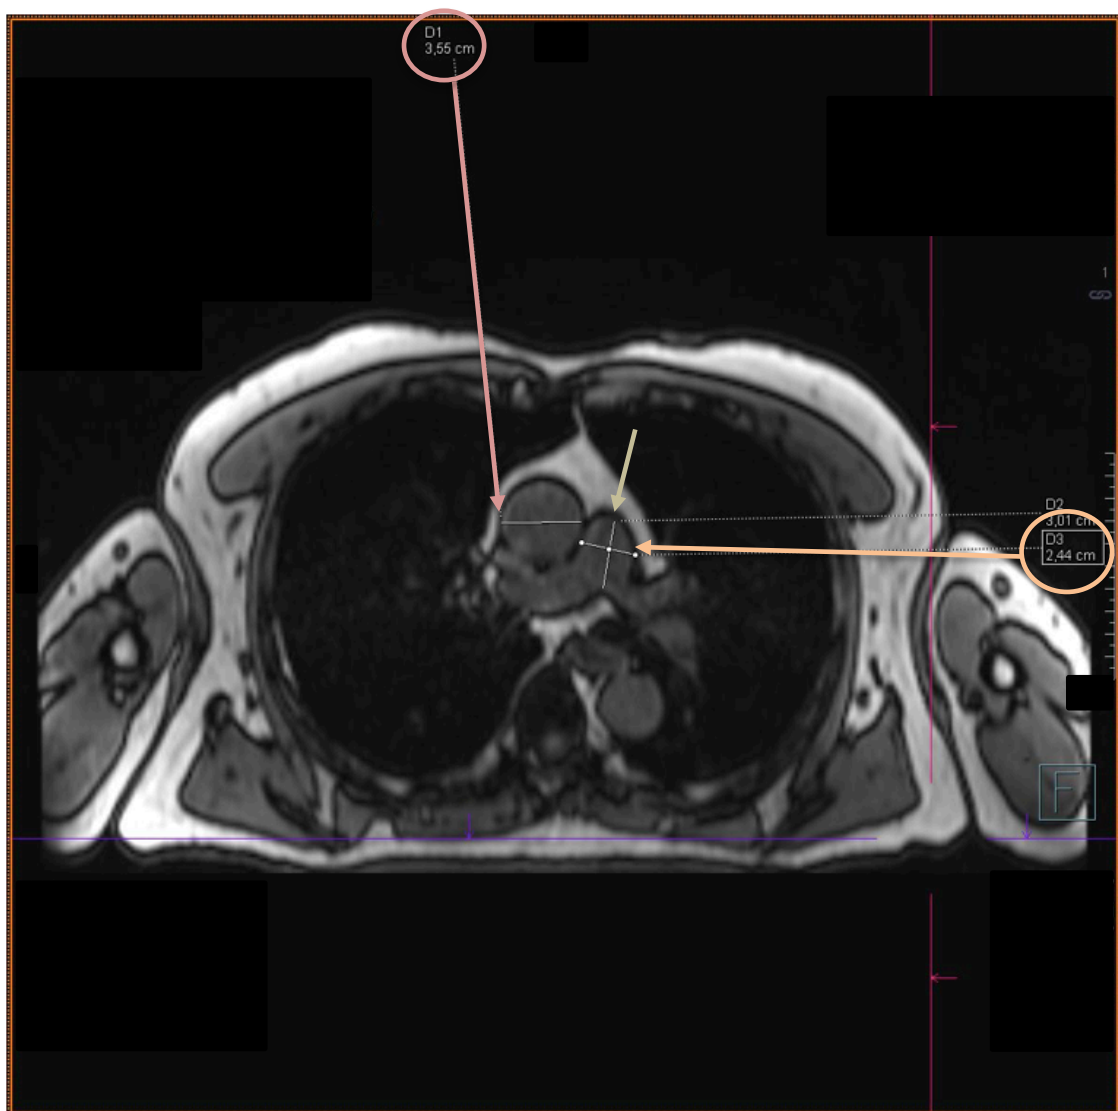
Magnetresonanztomographische Aufnahme des Truncus pulmonalis und der Aorta ascendens auf Höhe der Bifurkation des Truncus pulmonalis. Die Gefäße wurden mit Hilfe der Befundungssoftware Syngo.via analysiert und ausgemessen. Die Aorta ascendens (rot markiert) wurde in derselben Schicht gemessen wie der Truncus pulmonalis (orange markiert). Eingekreist ist der jeweils gemessene Gefäßdurchmesser in cm. Der gelbe Pfeil markiert die orthograde Hilfslinie im Truncus pulmonalis.
